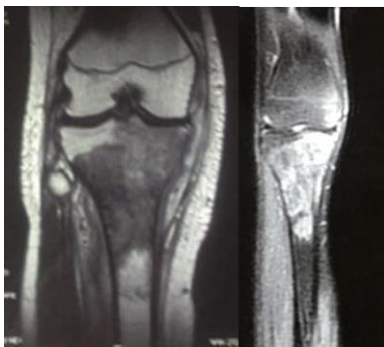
IRM genou droit montrant une tumeur osseuse diaphyso-métaphyso-épiphysaire tibiale supérieure.
